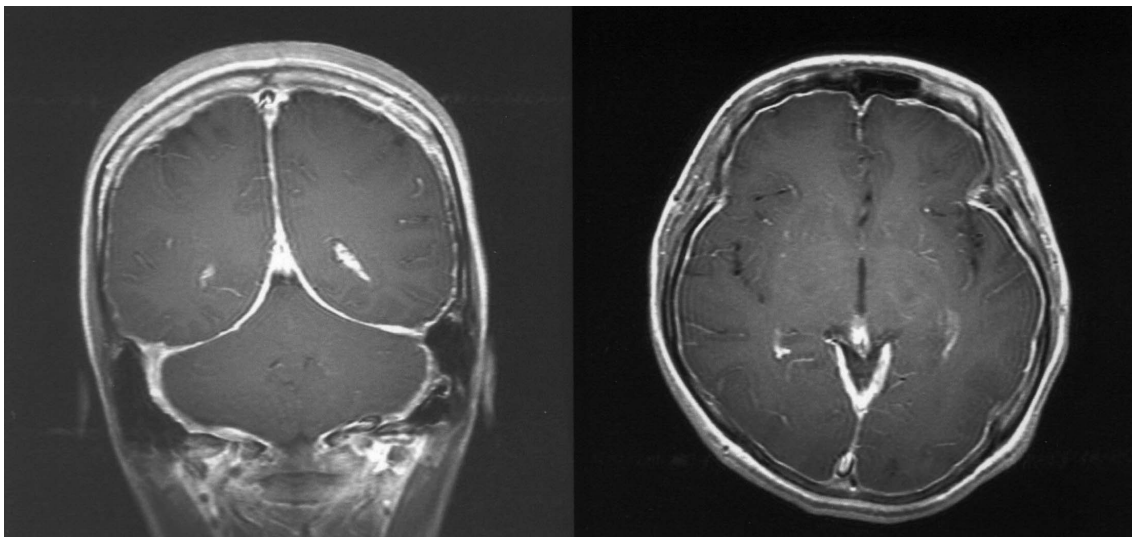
Magnetic resonance images in a 38-year-old woman of spontaneous intracranial hypotension. Gadolinium-enhanced axial and coronal scans demonstrate a diffuse dense pachymeningeal enhancement.
